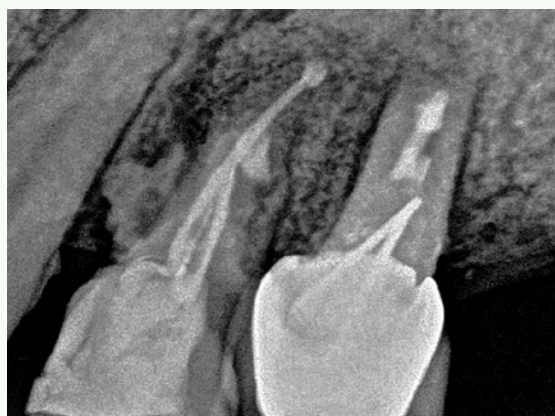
RX de control dos meses. Se observa un área periapical en proceso de remodelación ósea más radiopaca y el sellado apical en óptimas condiciones.
